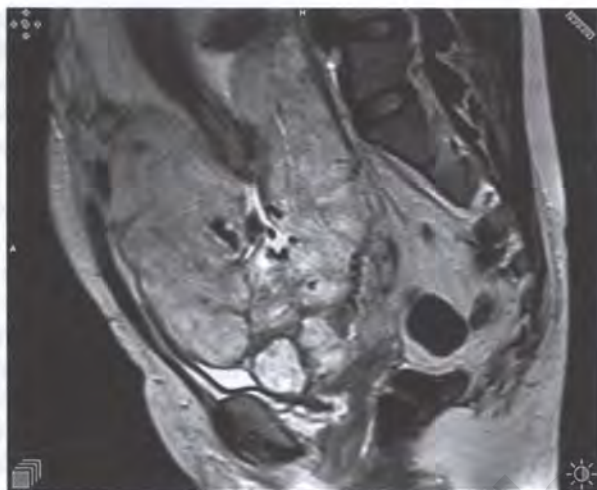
МРТ. Врастание плаценты
